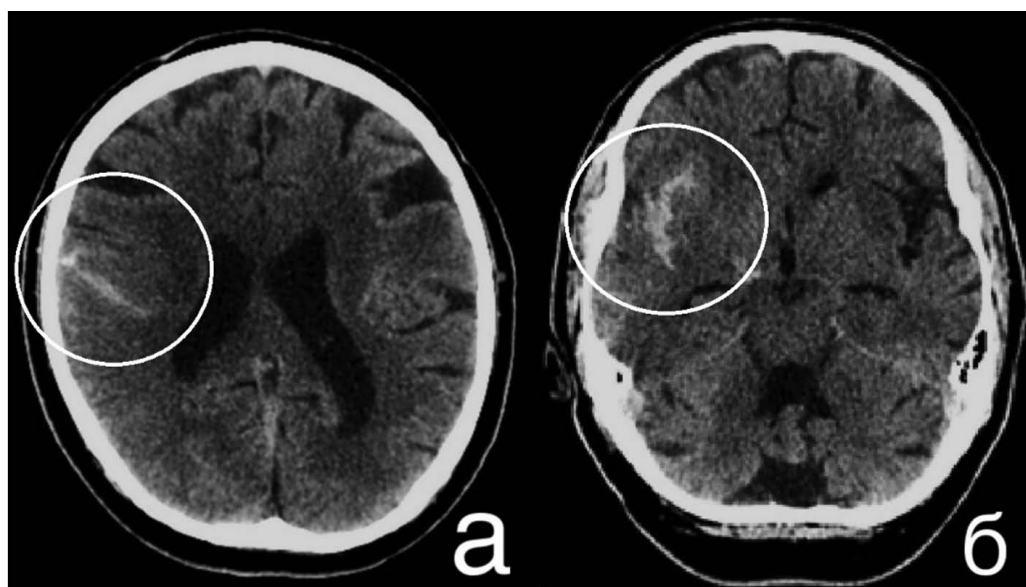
КТ головного мозга после реперфузии. В круге выделено изображение субарахноидального кровоизлияния (а) и внутримозговой гематомы (б).
